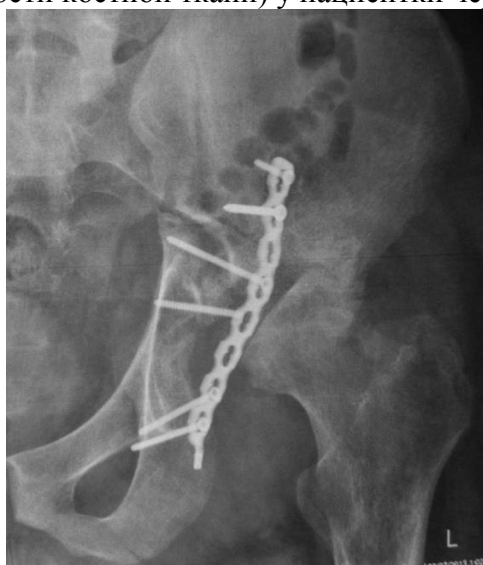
Рентгенограмма левого тазобедренного сустава через 4 мес. после остеосинтеза.
